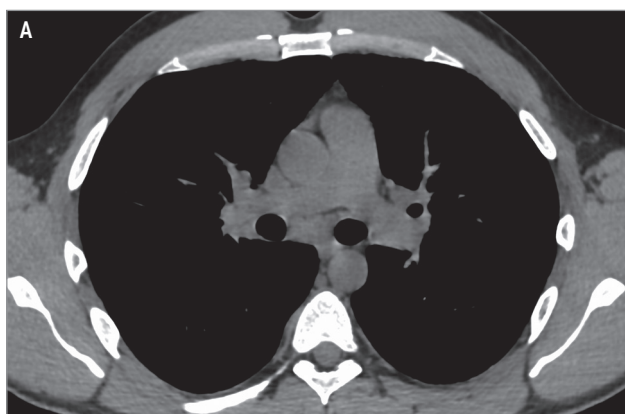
Компьютерная томография, проводимая: А – без контрастирования (нативное исследование); Б – с внутривенным контрастированием
